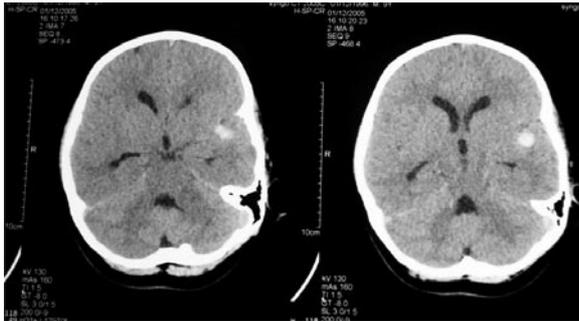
TAC simple de cráneo. Lesión hemorrágica lenticulocapsular izquierda de 1 cm. de diámetro, sin desviación de la línea media.
